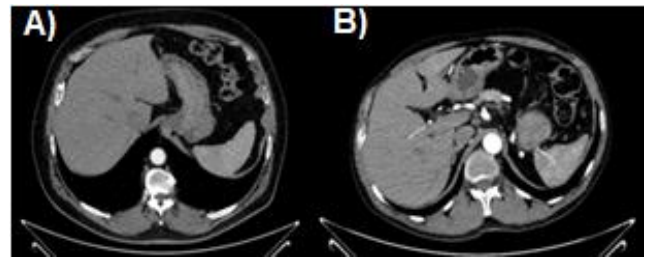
Imagens clínicas dos protocolos de angiortomografia renal (A) Rotina D=33,8 cm Tensão=120 kV iDose 4 DR 19 (B) Teste D=29,4 cm Tensão=100 kV iDose 5 DR 18.
